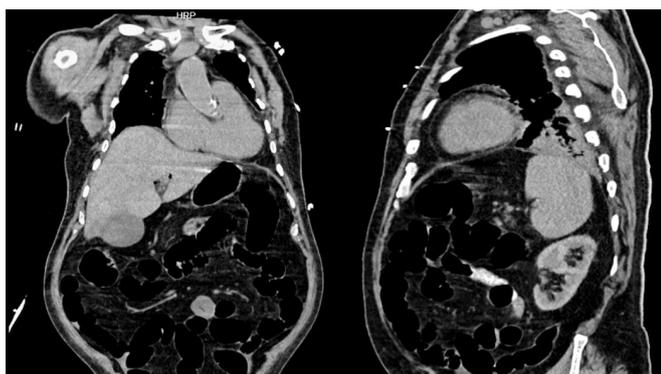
TC pós-CPRE em corte sagital e coronal
